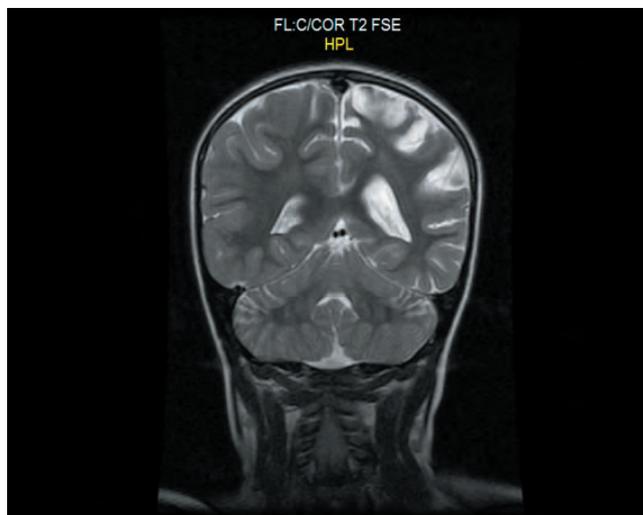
Пациентка И.М., 5 лет. Диагноз: СКР. На МРТ головного мозга выявляется гемиятрофия левого полушария
